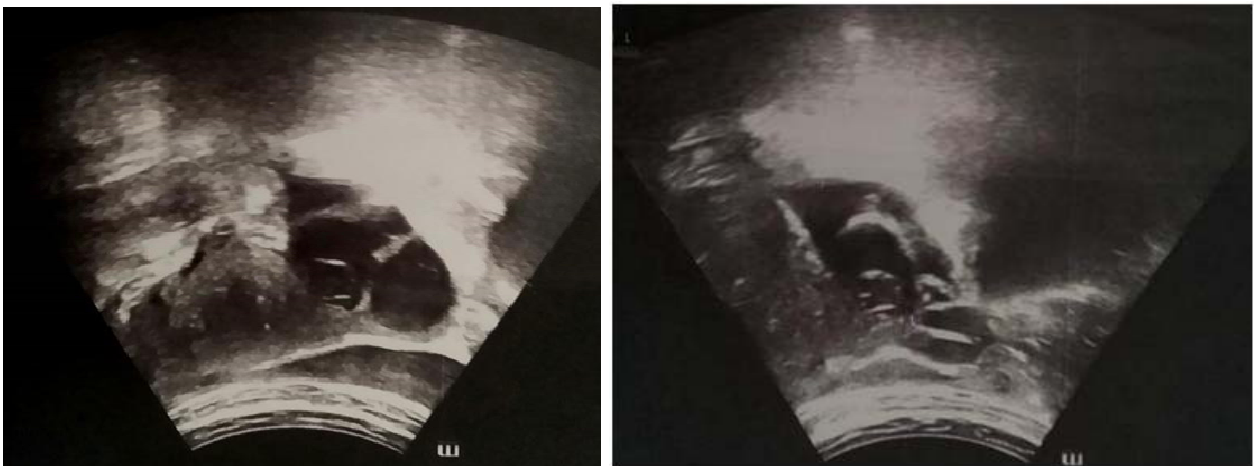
Masse latéro-utérine droite évoquant un kyste ovarien finement cloisonné d'allure hémorragique mesurant 4,7cm. L'IRM a objectivé une masse kystique multicloisonnée de l'ovaire droite de 5,4*5*3cm évoquant un cystadénome mucineux, associé à un hydrosalpinx du même côté. La laparotomie a objectivé un kyste ovarien droit de 4*5 cm à contenu brun chocolat associé à un hydrosalpinx évoquant un endométriome avec des stigmates d'infection pelviennes.
